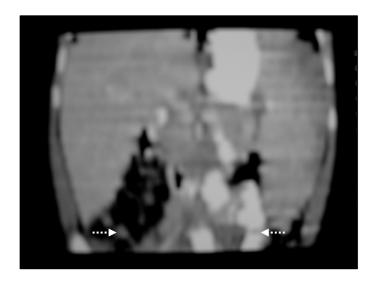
Enfermedad de Gaucher tipo 1. Imagen por TC, reconstrucción bidimensional por computadora. Proyección coronal que demuestra una importante visceromegalia volumétrica previo al tratamiento enzimático, observe como el polo inferior tanto del bazo como del hígado alcanzan la cresta iliaca (flechas blancas punteadas).
